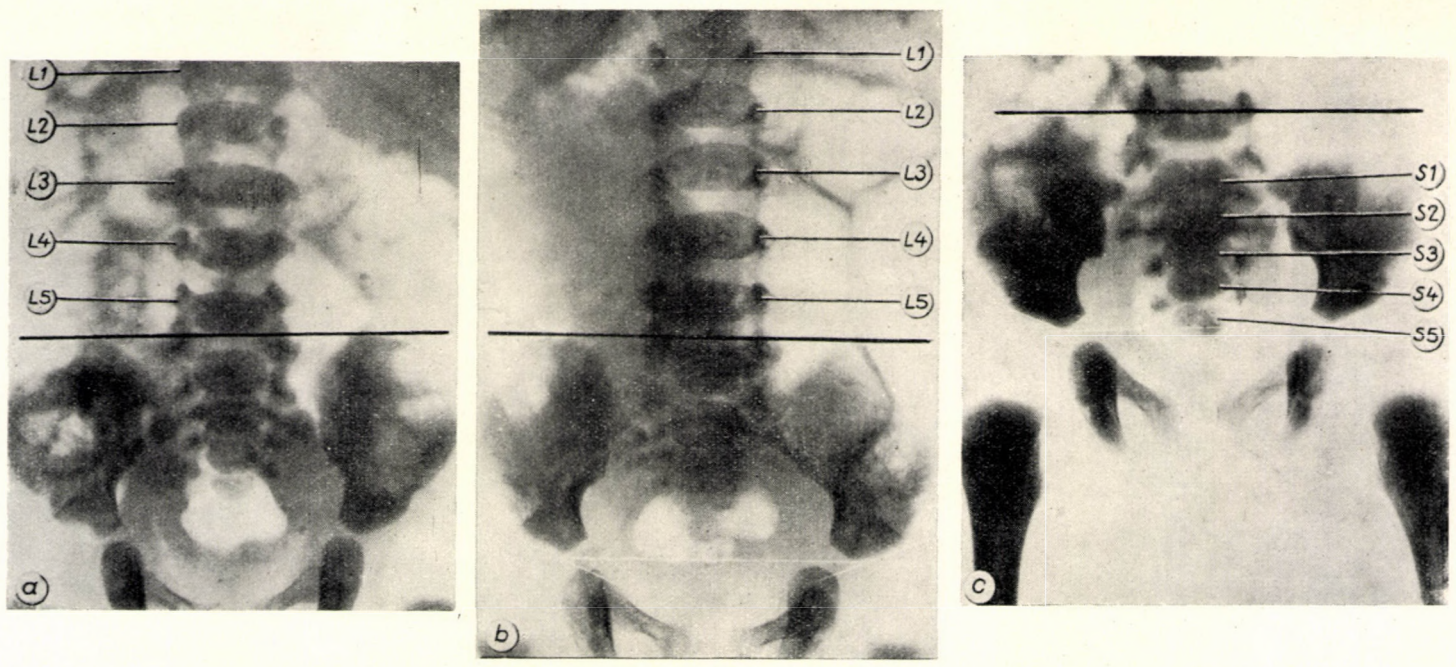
Die Röntgenaufnahmen a—b—c beweisen die verschiedenartigen Niveaubeziehungen des 5. Lendenwirbelkörpers (Lumbosakralgelenkes).
